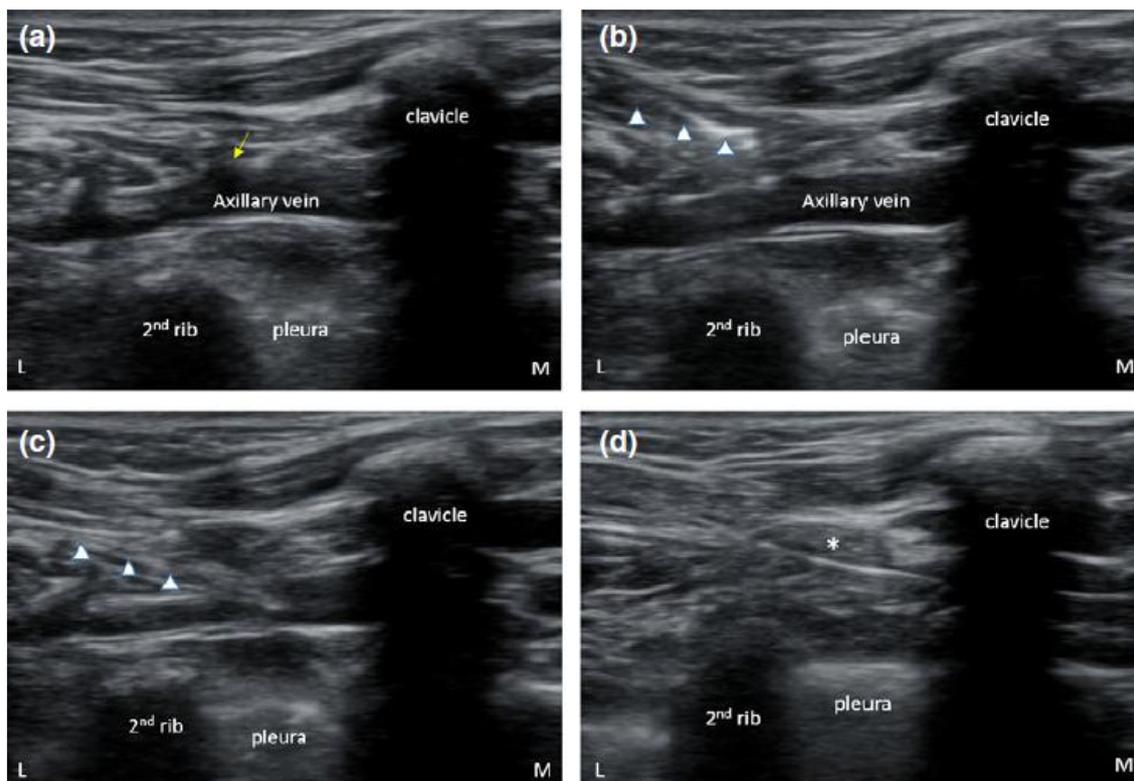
(52): Visualización por ecografía de la VA en su eje longitudinal y canalización en plano. Tomado de Kim EH, Lee JH, Song IK, Kim HS, Jang YE, Choi SN, Kim JT. Real-time ultrasound-guided axillary vein cannulation in children: a randomised controlled trial. *Anaesthesia*. 2017 Dec;72(12):1516-22 (122)
